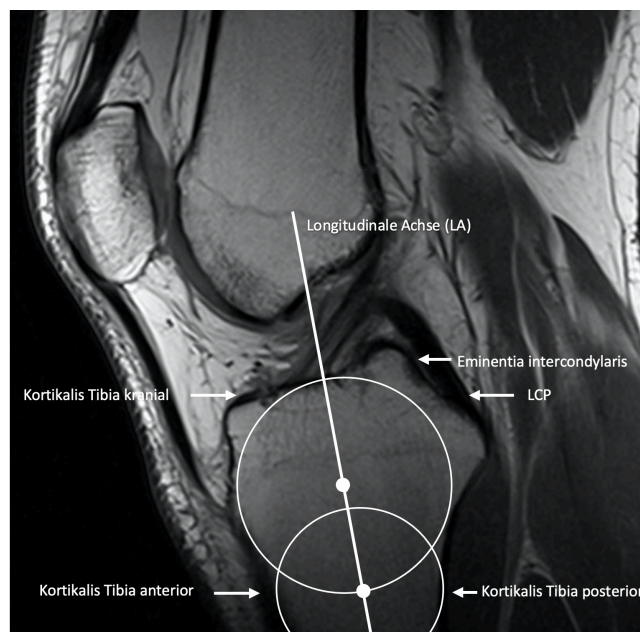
Bestimmung der longitudinalen Achse im sagittalen MRT-Schnittbild zur Bestimmung des tibial slopes
